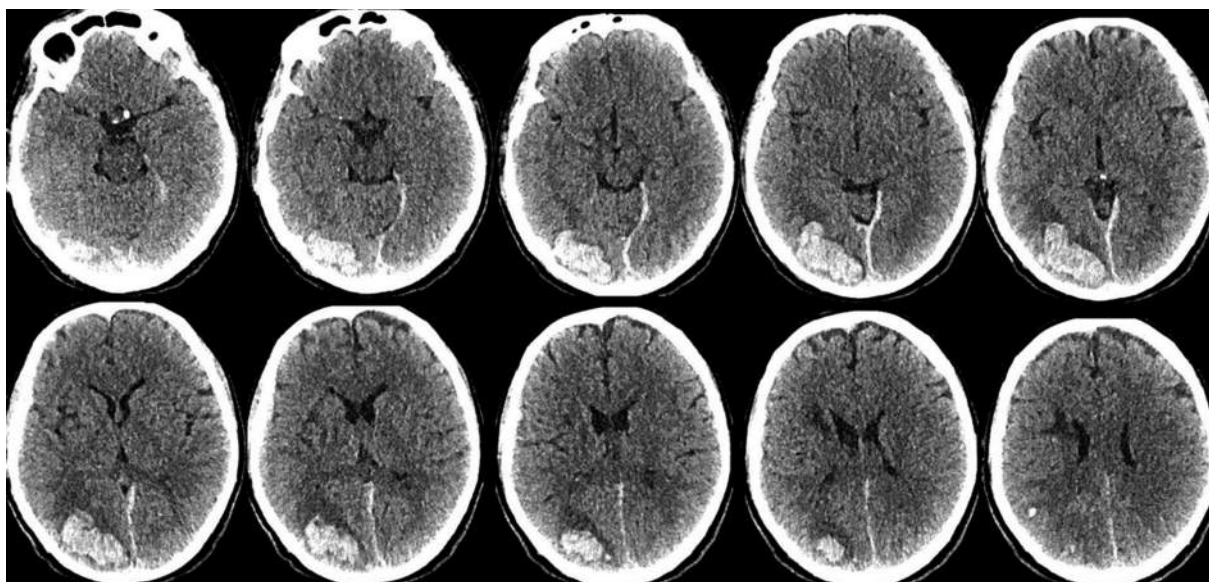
Компьютерная томография головного мозга при поступлении
